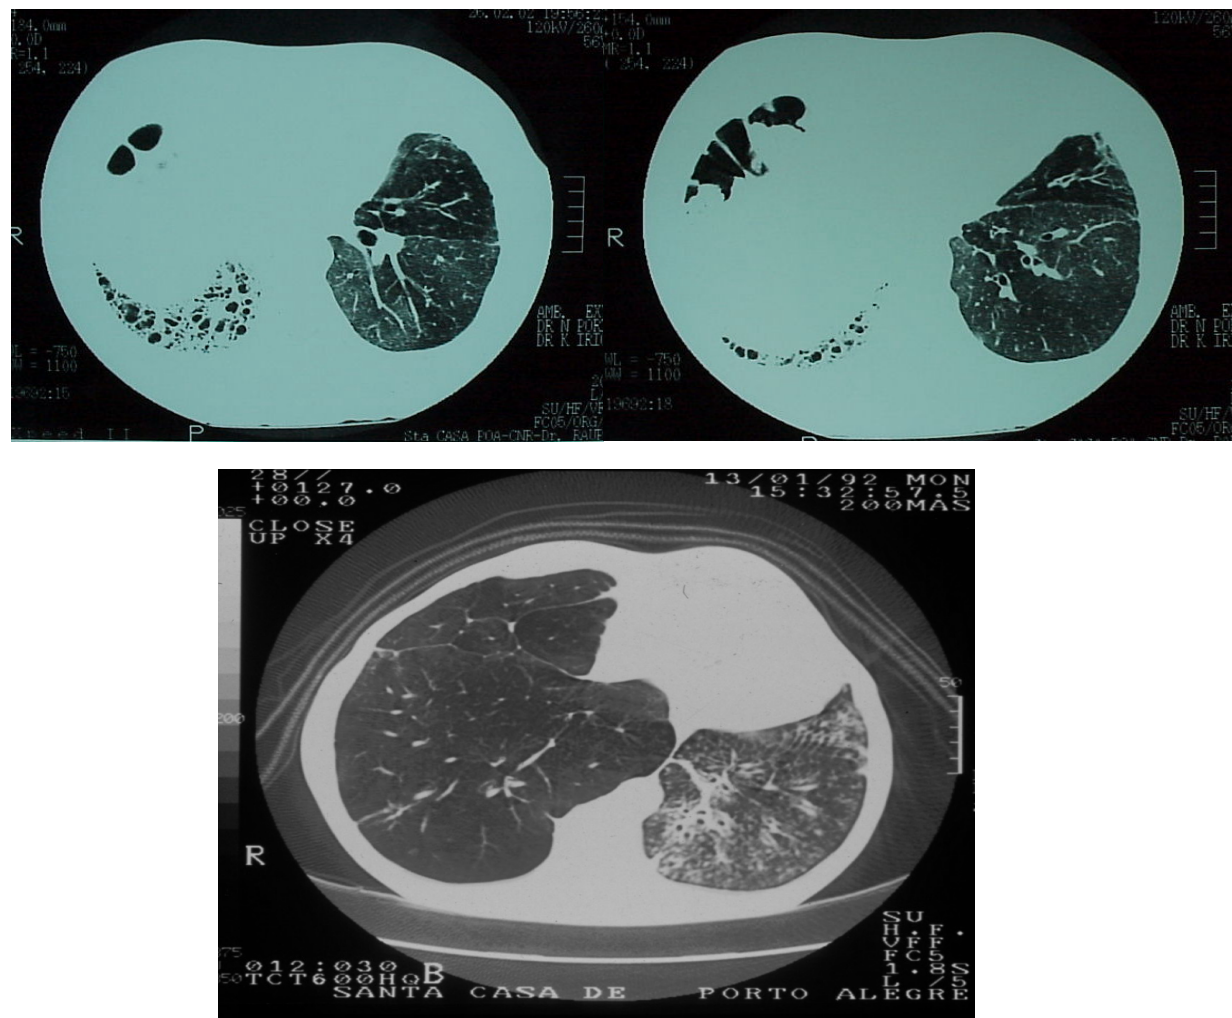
TC de tórax após 3 anos de transplante unilateral à esquerda. Surgimento tardio de bronquiolite. Acentuada redução de volume do pulmão transplantado.
